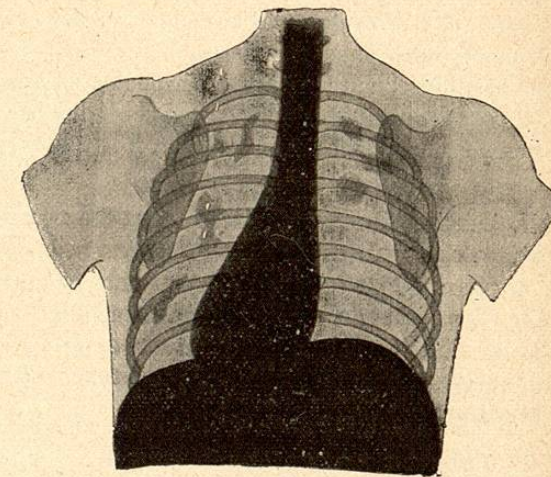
Radiographie (vue postérieure) d'une tuberculose pulmonaire. (Guilloz.)
